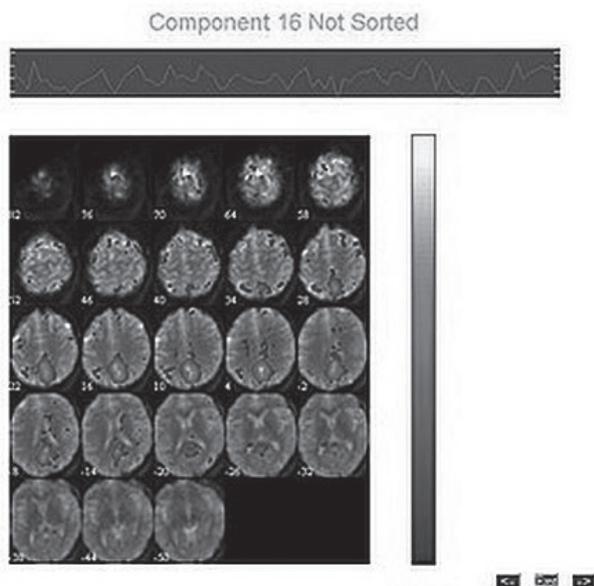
МРТ пациента с депрессией и когнитивными нарушениями
